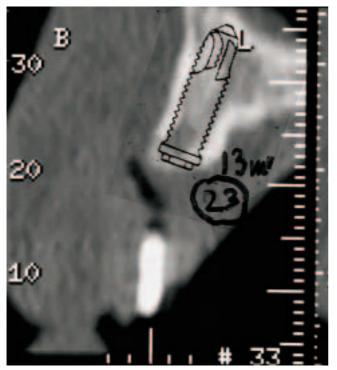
Implantatauswahl anhand der CT-Diagnostik. Fig. 10 Choix de l'implant à partir du diagnostic CT.
